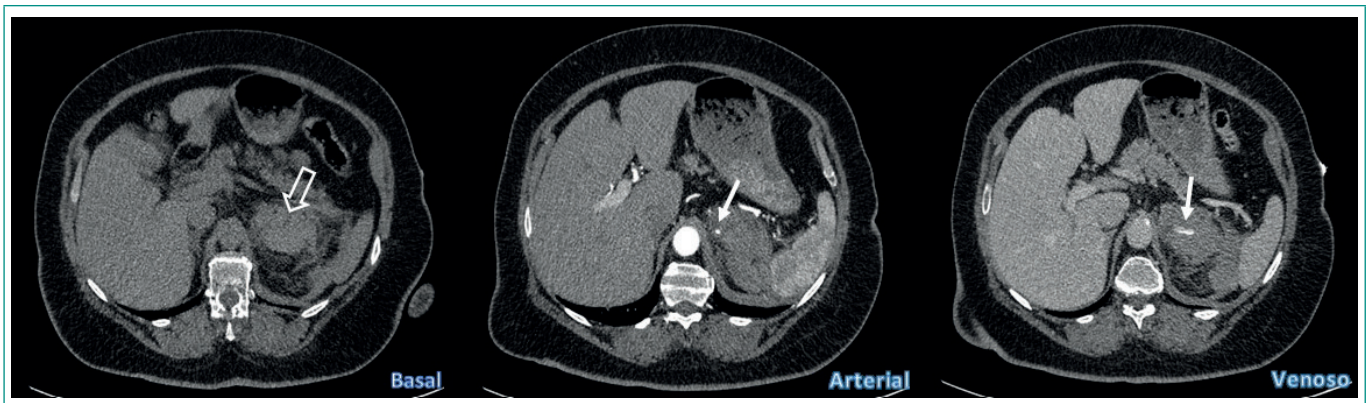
TC abdominopélvica sin y con contraste en fases arterial y venosa. Se identificó un aumento de tamaño de la glándula suprarrenal izquierda (flecha hueca), que es discretamente hiperdensa en el estudio basal, con imagen puntiforme de extravasación de contraste en fase arterial, que aumentaba de tamaño en fase venosa (flechas finas), como signos de hemorragia suprarrenal con signos de sangrado activo.
